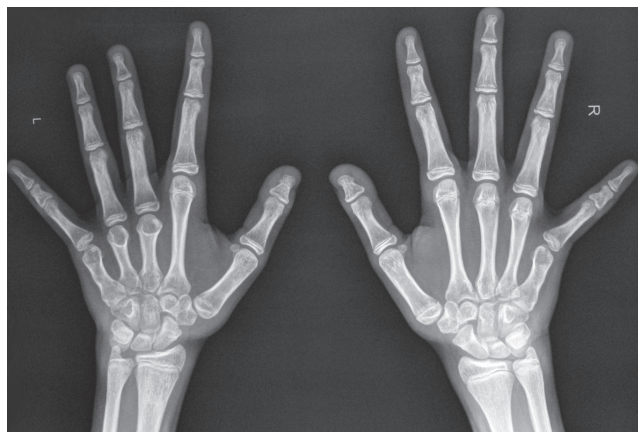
Рентгенограмма пациентки с брахиметакарпией обеих кистей. Отмечается изменение формы эпифизарной пластинки укороченных пястных костей по типу «воронки», снижение рентгенологической контрастности головок пораженных костей и гипоплазия ногтевых фаланг первых пальцев
